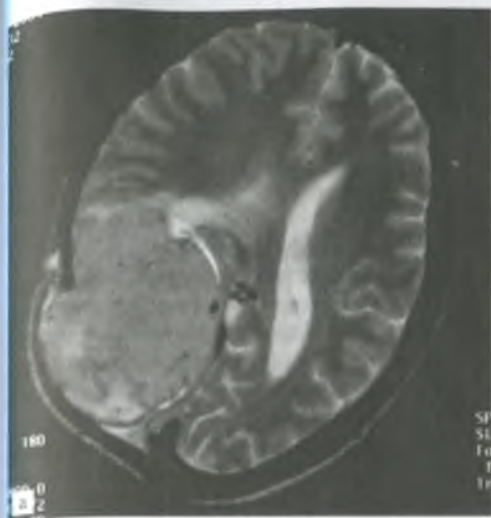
Магнитно-резонансные томограммы головного мозга: а — выявляется обширная менингиома намета мозжечка (после первого этапа операции); б — на магнитно-резонансных ангиограммах выявляется собственная сосудистая сеть опухоли, что характерно для менингиом.
